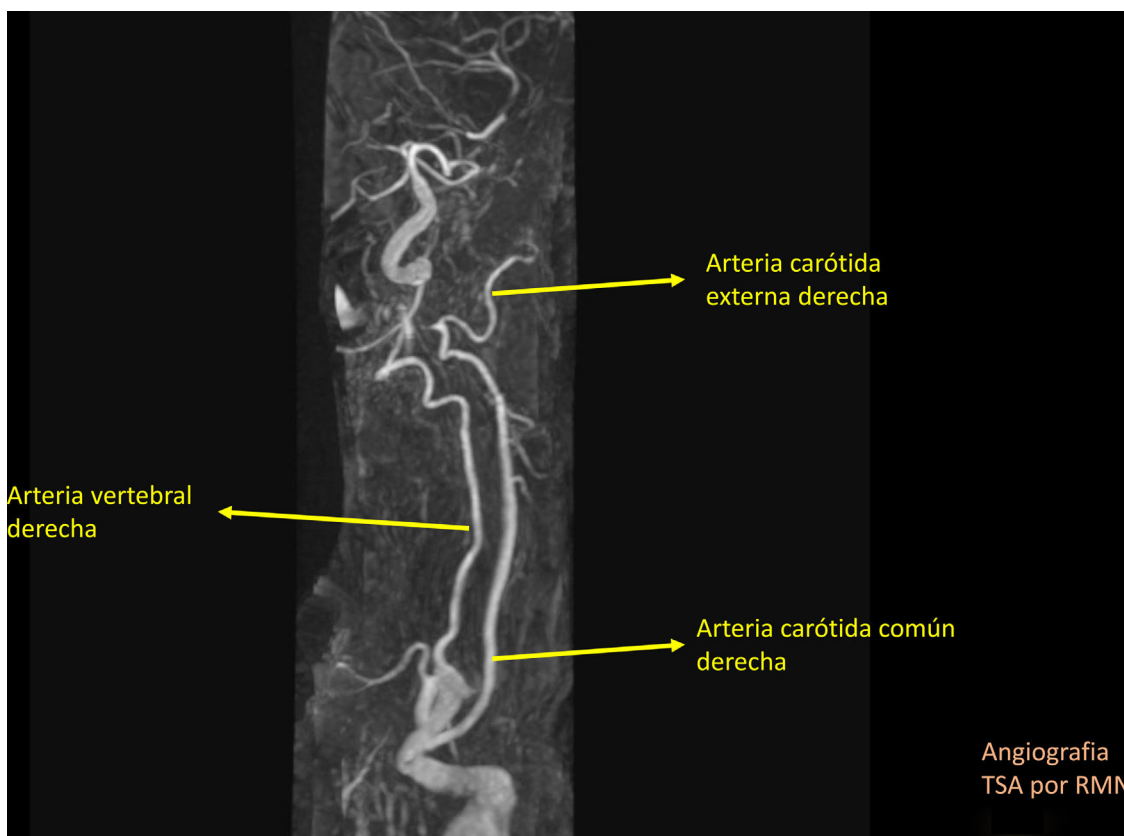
Angiografía TSA por RMN.
